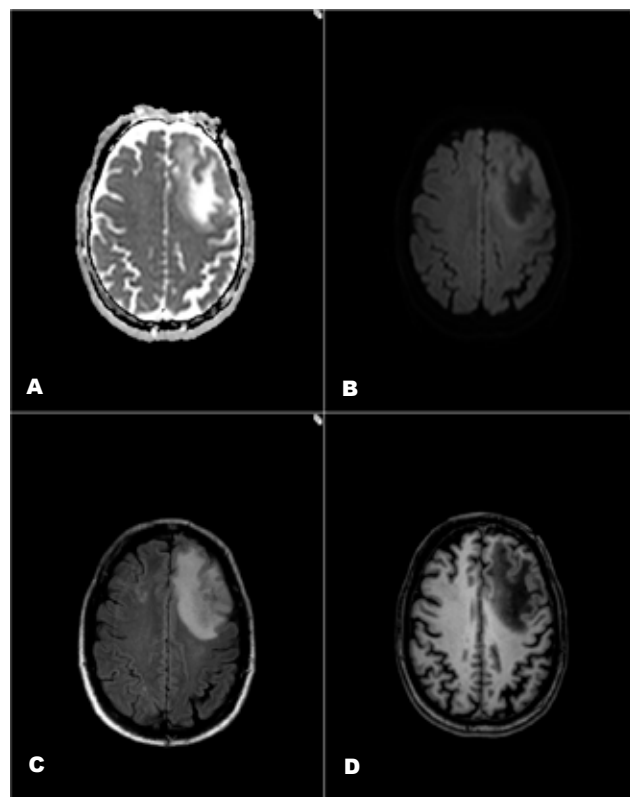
Caso 2. Estudo difusão axial (A) mapa ADC e (B) sequência DWI; FLAIR axial (C) e T1 axial (D) mostra lesão na substância branca profunda e subcortical, envolvendo as fibras U sub-corticais, frontal anterior esquerda. A lesão tem restrição à difusão (hipersinal na sequência DWI e correspondente hipossinal no mapa ADC) à periferia e difusão facilitada (hipossinal no DWI e correspondente hipersinal no mapa ADC) na sua vertente central.
